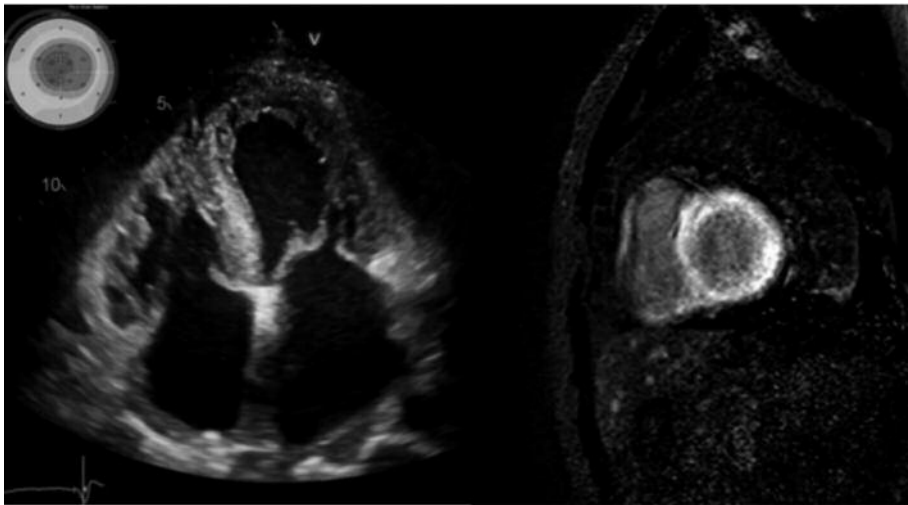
A sinistra: ecocardiogramma di un paziente affetto da cardiomiopatia amiloidotica AL, proiezione apicale quattro camere. Nel riquadro in alto a sinistra rappresentazione “bull’s eye” del longitudinal strain con il tipico aspetto “apical sparing”. A destra: RM cardiaca di un paziente con cardiomiopatia amiloidotica da transtiretina (sequenza post contrastografica, sezione asse corto basale) con il tipico aspetto di diffuso late gadolinium enhancement subendocardico.
